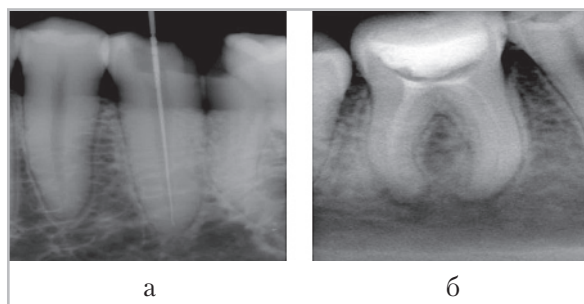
Микрофокусные рентгенограммы при эндодонтическом лечении постоянных зубов на нижней челюсти: *a* — контроль положения иглы в корневом канале зуба 3.5; *б* — контроль качества пломбирования корневых каналов зуба 4.6
